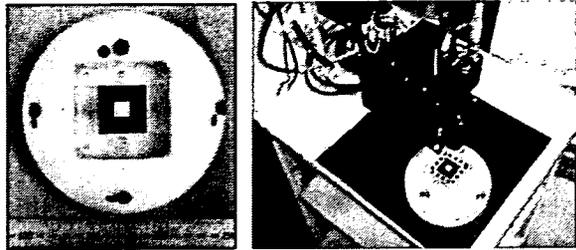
実験用頭部ファントム。MRI画像マーカポストを4つ備えたφ150mm半球上の頭部モデル内に30mm角シリコンケース(中心黒角部)と擬似腫瘍領域である10mm角寒天ファントム(中心白各部)を備える。
